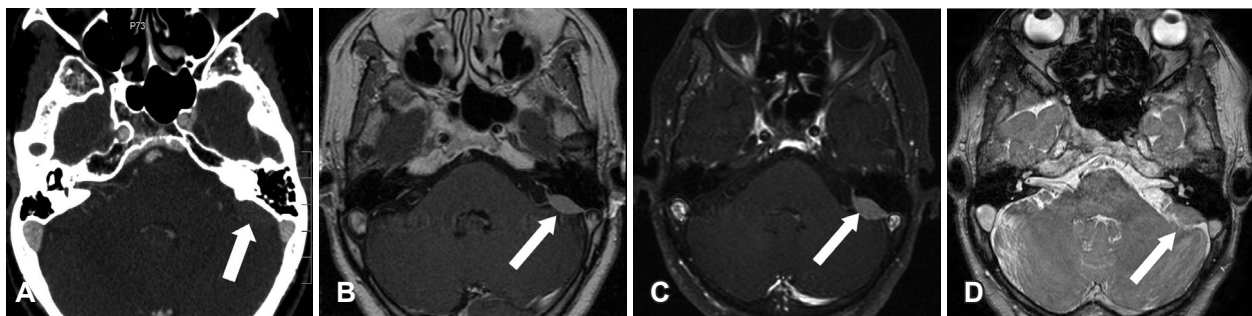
Radiologic images of left posterior fossa meningioma. In contrast enhanced axial temporal bone computed tomography, about 2 cm sized mildly enhancing mass lesion is observed in the posterior aspect of left petrous bone (A). Homogeneously enhancing mass lesion is observed in contrast enhanced T1-weighted axial magnetic resonance images taken in 1999 (B). Tumor size is slightly increased in contrast enhanced T1-weighted axial magnetic resonance images in 2008 (C). Tumor was observed in T2-weighted axial magnetic resonance images at the same level of posterior semicircular canal in 2008 (D).
